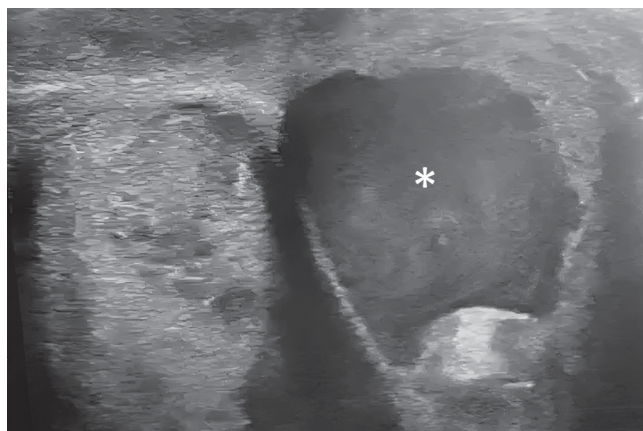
Псевдоаневризма левой кавернозной артерии на УЗИ в В-режиме (отмечена звездочкой)
